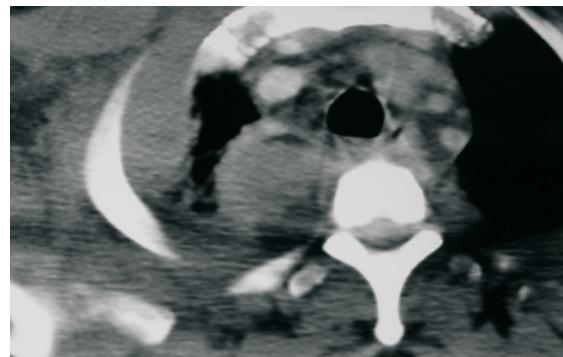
Tomografia computadorizada de tórax demonstrando empiema pleural septado de localização paravertebral em hemitórax superior direito
